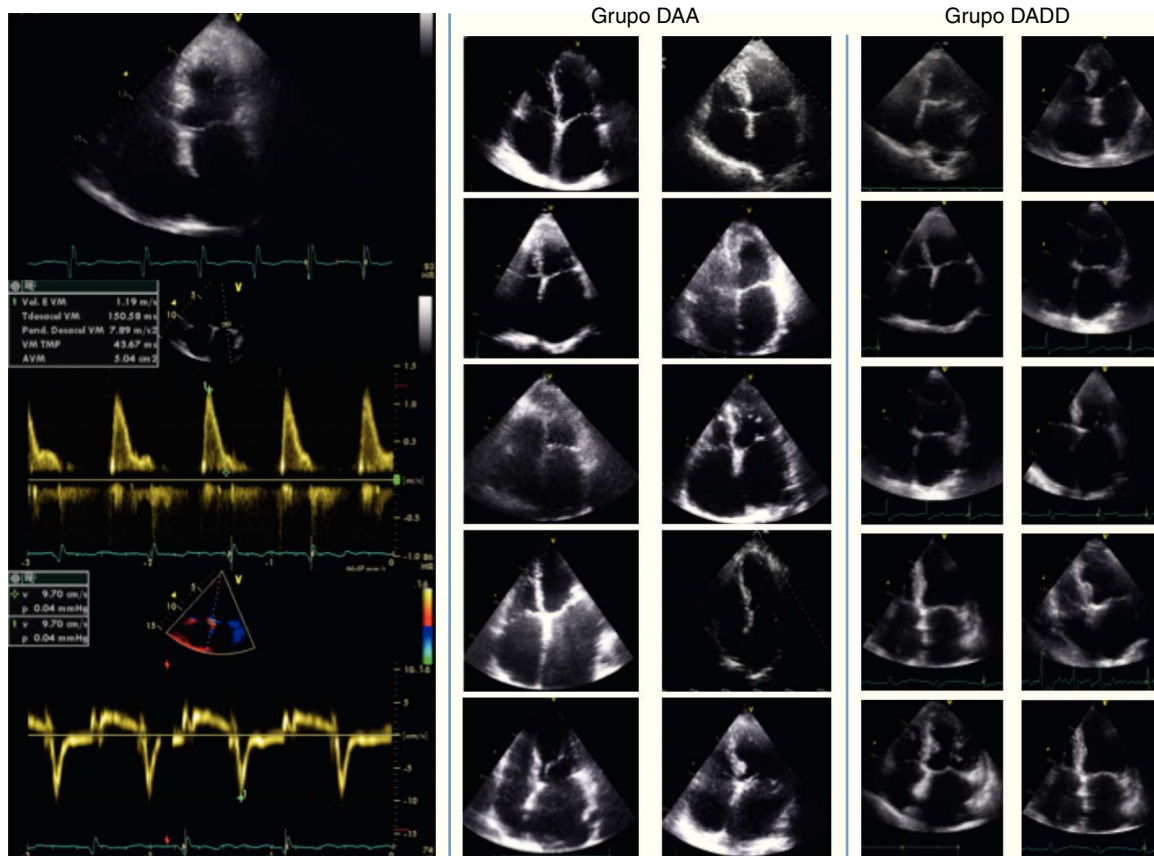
Ecocardiograma en plano de cuatro cámaras apical, flujo de llenado mitral y Doppler tisular en anillo mitral septal de un paciente del grupo dilatación aneurismática auricular aislada (izquierda). Ecocardiogramas de pacientes del grupo dilatación aneurismática auricular aislada (centro) y dilatación aneurismática auricular con disfunción diastólica (derecha) DAA: dilatación aneurismática auricular aislada; DADD: dilatación aneurismática auricular con disfunción diastólica.
